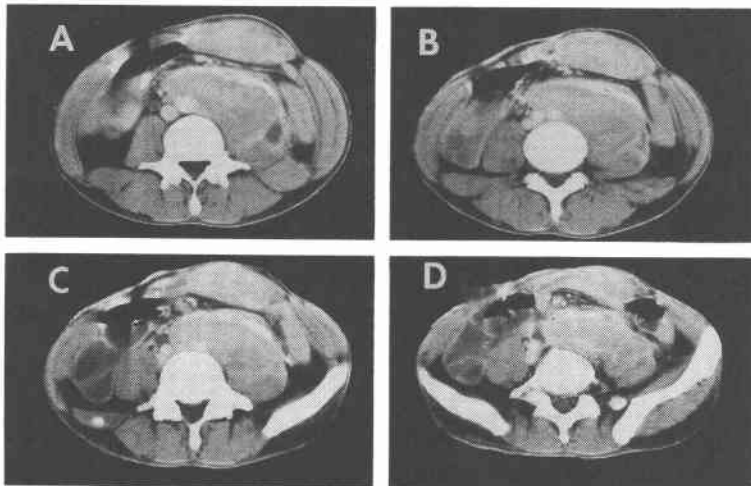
Computed tomography of the desmoid tumor on March 2, 1987. A: level of middle L.4. B: level of lower L.4. C: level of upper L.5. D: level of middle L.5. Soft tissue mass, which is 10cm in diameter is seen.
